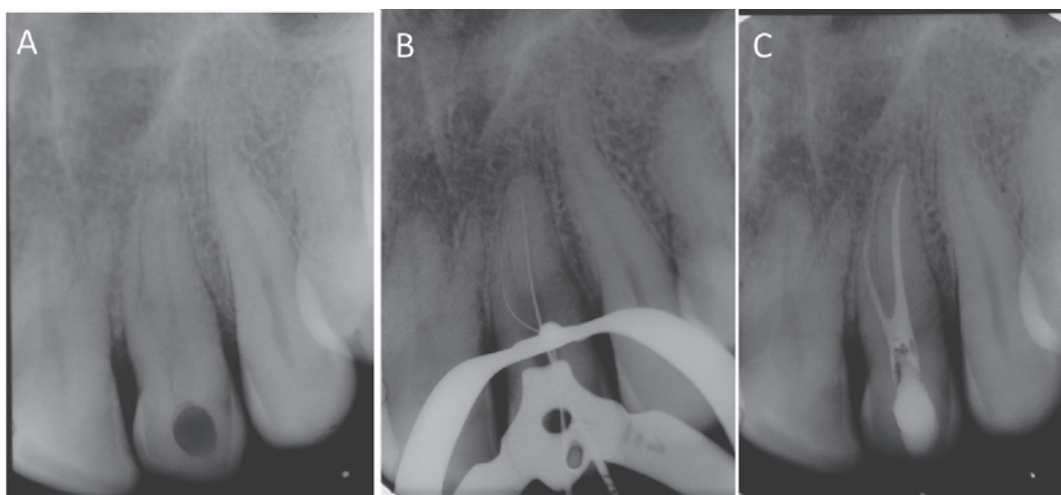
Radiografía periapical del tratamiento endodóntico de la pieza 2.2. (A) Rx preoperatoria; (B) Rx conductometría; (C) Rx postoperatoria inmediata.
